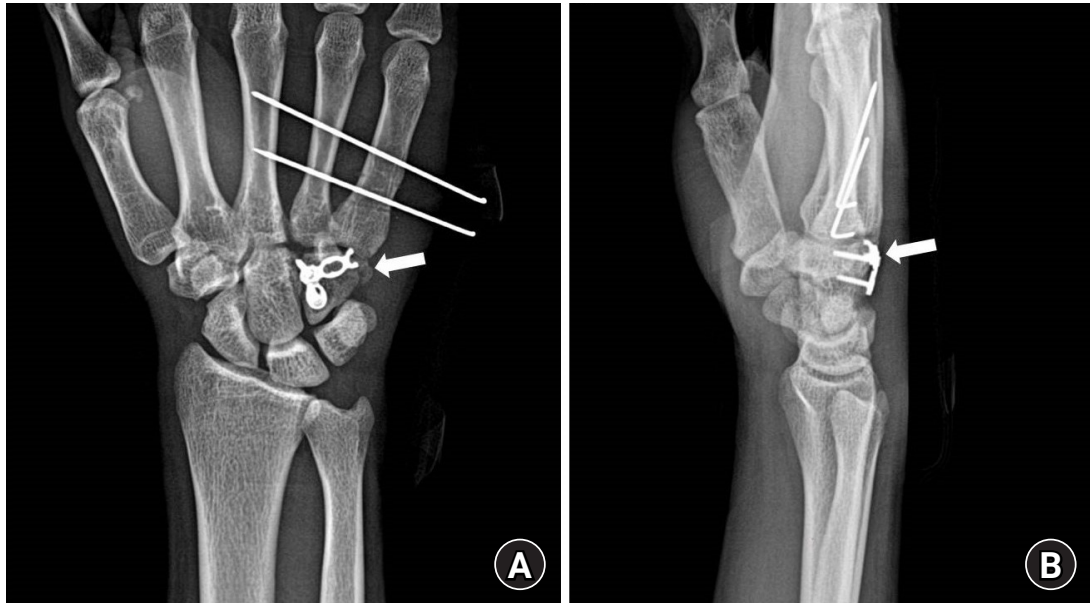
Postoperative plain radiographs (A, anteroposterior view; B, lateral view) at 4 weeks after open reduction and internal fixation with a self-designed dorsal buttress locking plate (arrows) and with intermetacarpal Kirschner-wire insertion. The radiographs show good reduction status.
